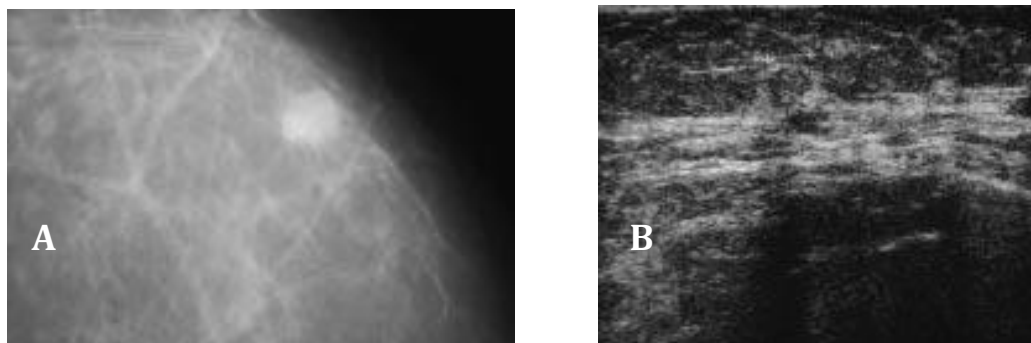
complémentarité de l'échographie.
